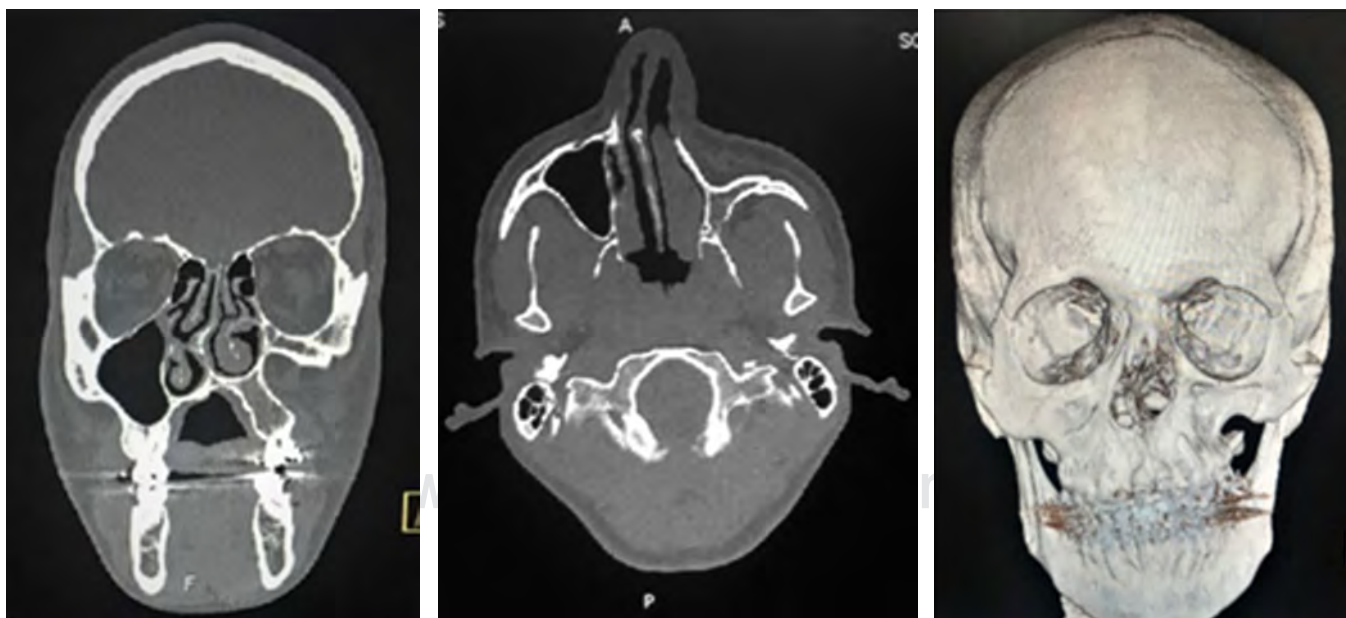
Tomografía computarizada en la cual se observa un aumento en el volumen de la órbita izquierda, ausencia completa del seno maxilar izquierdo, desviación del septum nasal e hiperplasia de cornete inferior izquierdo; en reconstrucción 3D se observa una depresión de la pared anterior del hueso maxilar.
